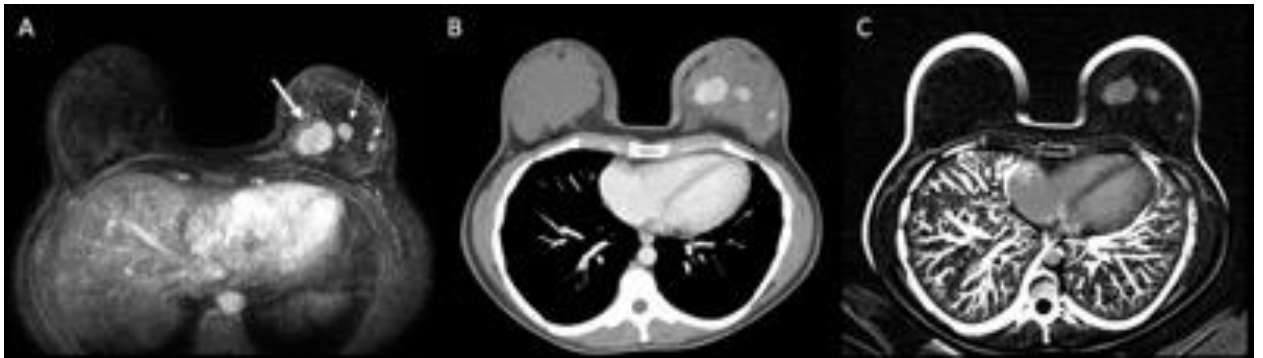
Paciente com carcinoma mamário invasivo multicêntrico em mama esquerda. A RM de mama (A) identificou o tumor principal (seta grossa) e duas lesões adicionais na mesma mama (setas finas), também identificadas na TCMD ((B): pós-contraste; (C): subtração).
